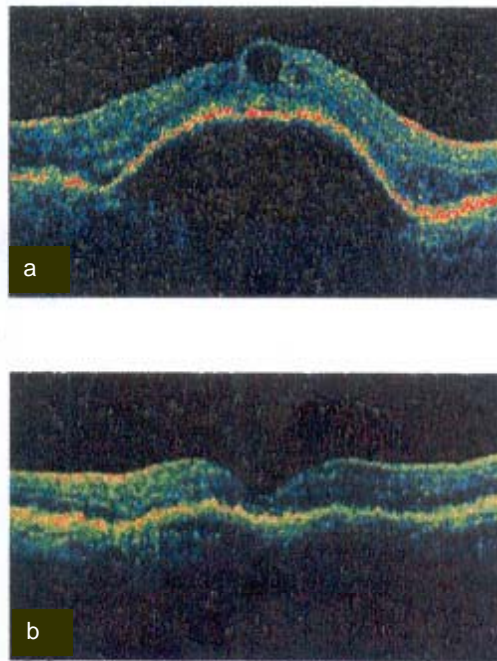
Optical coherence tomography
